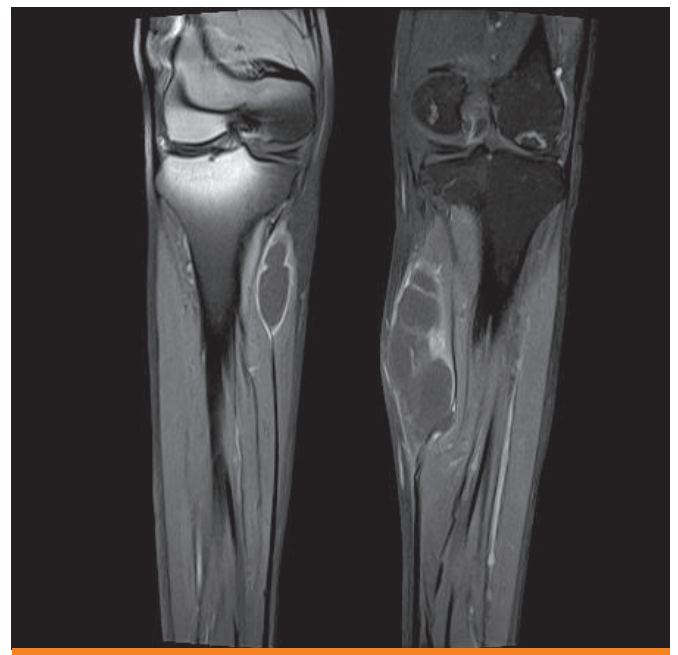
Tibia MRI shows wall enhanced fluid collections at medial heads of both gastrocnemius muscles.
